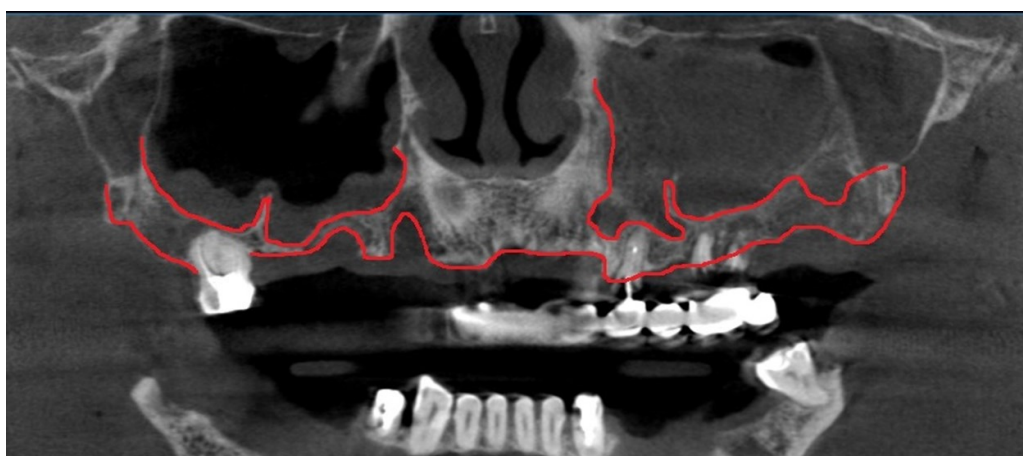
Срезы компьютерных томограмм на этапах лечения пациентки Р., 65 лет: а, б – исходная клиническая ситуация, крайние формы атрофии альвеолярного отростка верхней челюсти по высоте и ширине; в, г – после проведения синуслифтинга и направленной костной регенерации; д – окончательный результат стоматологической реабилитации
